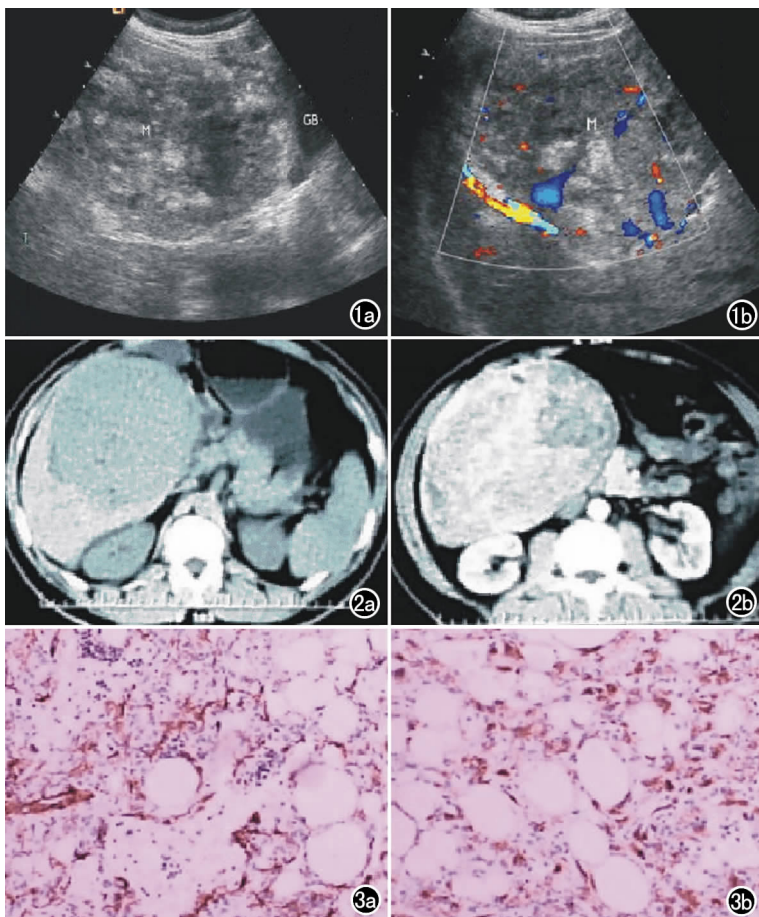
a) 超声示肝右前叶及左内叶一异常杂乱回声区,与周围组织分界尚清,内部回声不均,可见散在分布、大小不等的高回声光团;b) 肝内异常杂乱回声区内部及周边可见较丰富血流信号。图2 a) CT平扫示肝右叶巨大低密度病灶;b) 延迟期仍较强,呈低-等不均匀密度。图3 a) 免疫组化染色 HMB45:平滑肌样瘤细胞胞浆着色;b) 免疫组化染色 SMA:肿瘤内血管、平滑肌细胞以及散布于脂肪内的平滑肌样细胞胞浆均着色。
